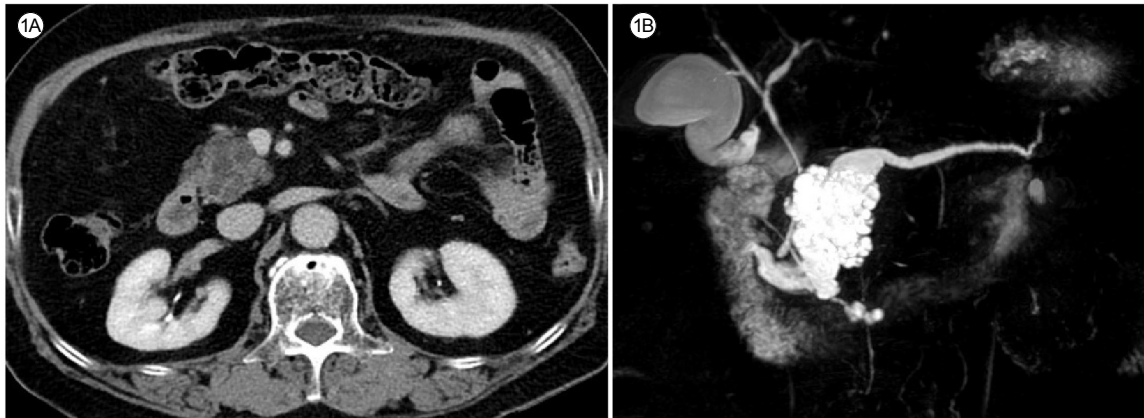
(A) Contrast enhanced computed tomography revealed a multilocular cystic mass in the head of the pancreas. (B) Magnetic resonance cholangiopancreatography also showed a multilocular cystic lesion of the pancreas head with diffuse dilatation of the main pancreatic duct.
